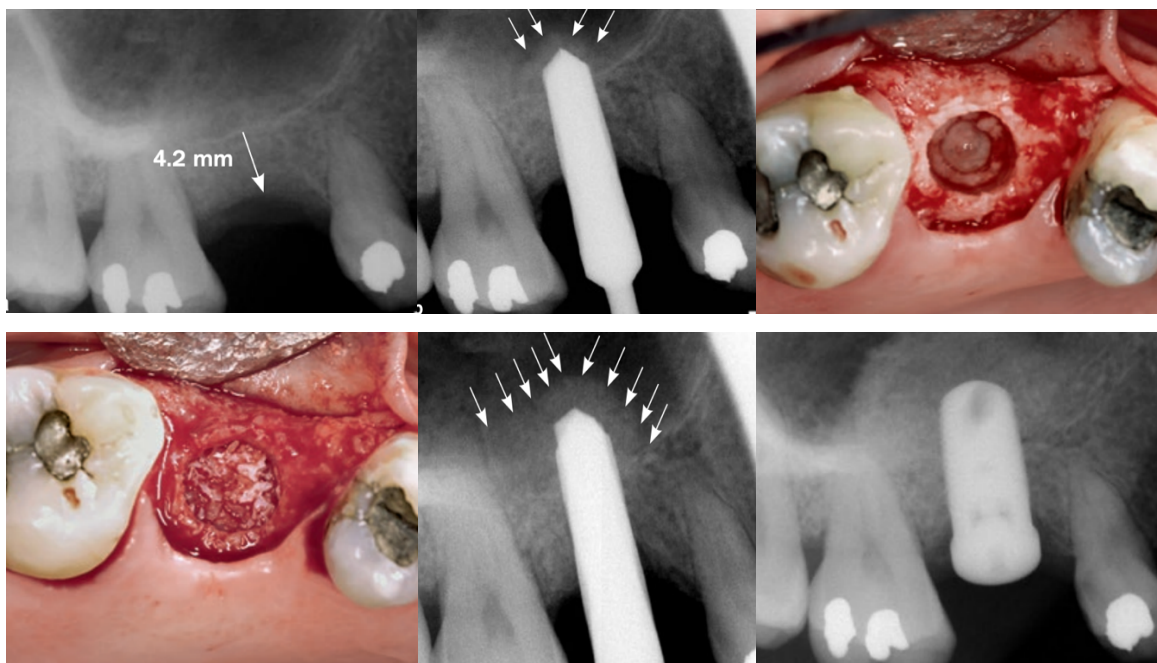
a) Radiographie retro-alvéolaire initiale présentant un défaut vertical osseux, b) Radiographie rétro-alvéolaire après passage du foret au-delà du plancher, c) Photographie endo buccale en vue occlusale du forage, d) Photographie endo buccale du site remplie de biomatériaux, e) Radiographie retro-alvéolaire du compactage du biomatériau avec le dernier foret, f) Radiographie retro-alvéolaire finale après la pose de l'implant [124]
